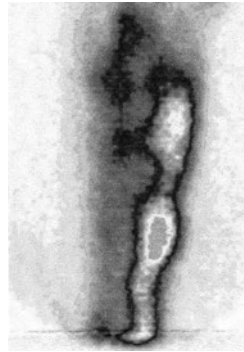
Флебосцинтиграмма: визуализируется большая подкожная вена голени при тромботической окклюзии подколенной вены
